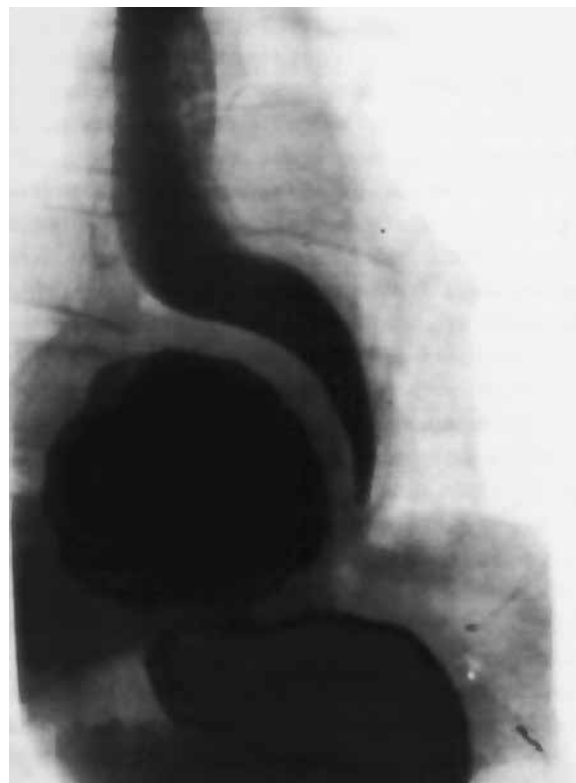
Рентгенограмма. Параэзофагеальная ГПОД (по Я. Г. Колкину с соавт., 1996 [8]).
